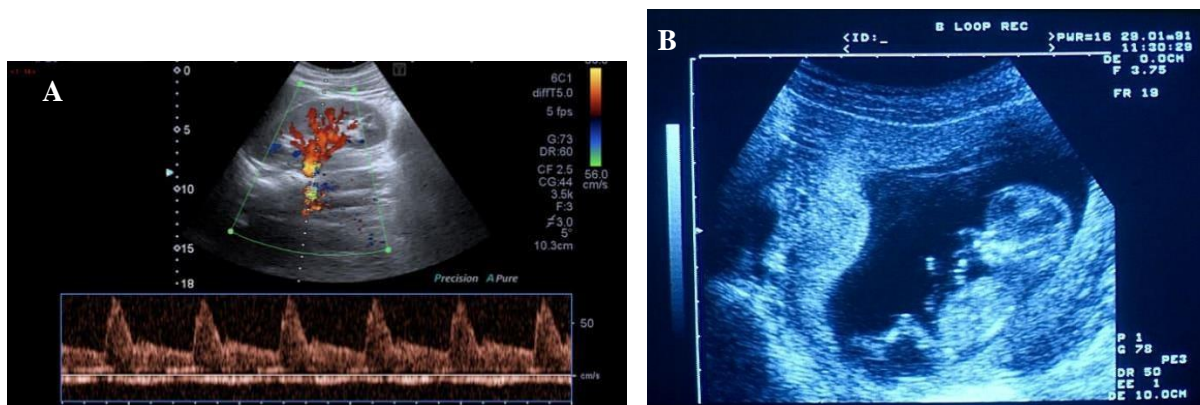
A. image prise par échographie, B. image prise par écho-doppler. (<https://www.assistancescolaire.com/enseignant/college/ressources/base-documentaire-en-sciences/1715>), (<https://imagerieparis13.fr/examens/echographie-doppler/>)
